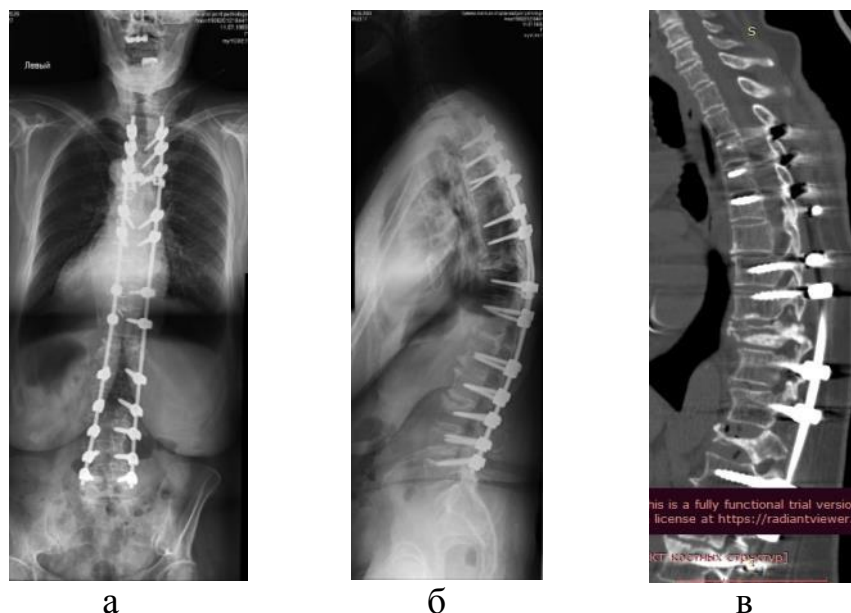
Фотовідбитки рентгенограм та КТ хворої У., 64 роки, історія хвороби № 97415. Ревізія транспедикулярної конструкції, подовження транспедикулярної фіксації до хребця Th_{III}. а) фас та б) профіль рентген, в) профіль КТ
